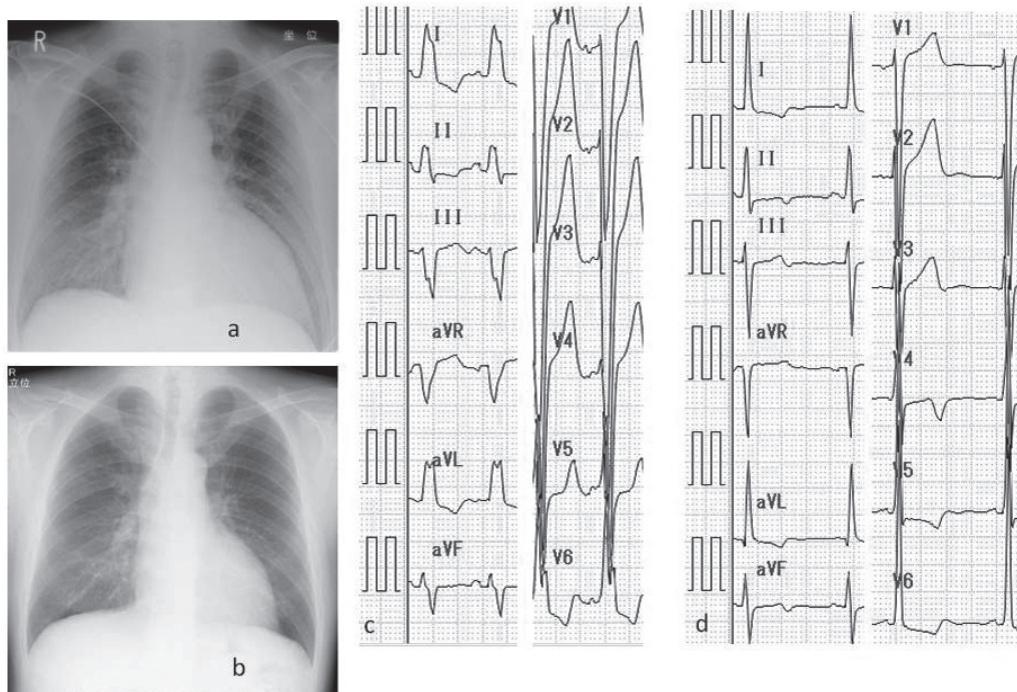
胸部X線写真 (a: 初診時, b: CRT 埋め込み前) と12誘導心電図 (c: 初診時, d: CRT 埋め込み前). 初診時において明らかな肺うっ血と典型的な完全左脚ブロックを認めたが, その後肺うっ血は明らかに改善し, 完全左脚ブロックは消失している.
